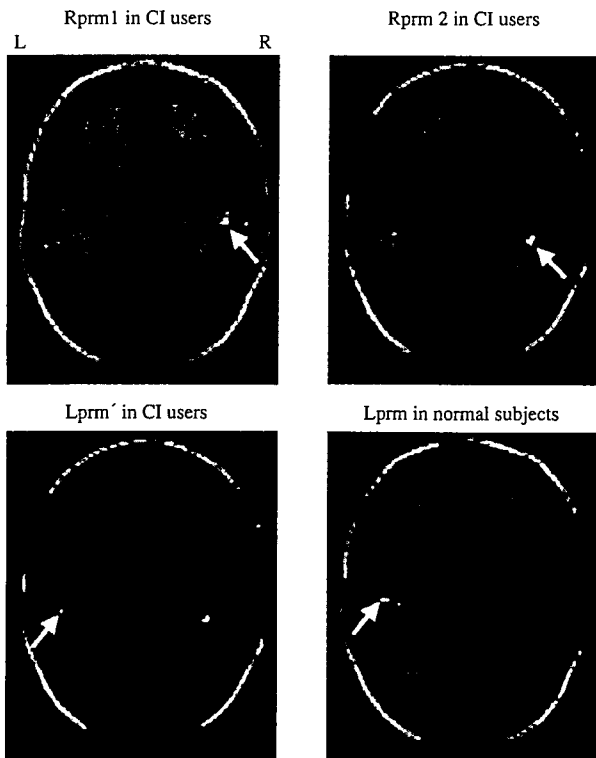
1 kHz 純音刺激の PET による聴皮質の脳血流量の変化
